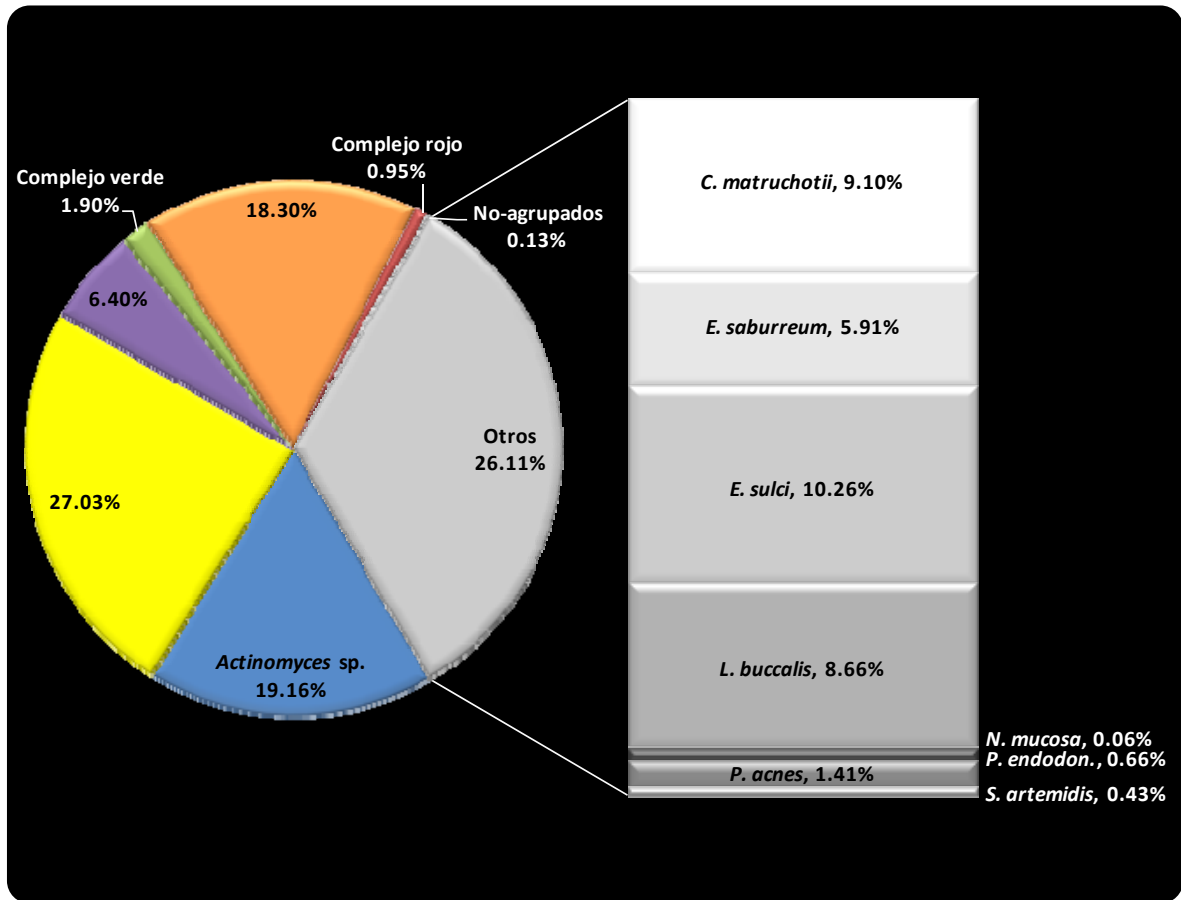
Proporción promedio (% de cuentas bacterianas totales) de complejos bacterianos en muestras periapicales de 54 sujetos de estudio. Las 38 especies evaluadas fueron agrupadas en 8 complejos de acuerdo con la descripción de complejos bacterianos en la placa subgingival (Socransky & Haffajee 2005, Socransky et al. 1998) (las excepciones se describen en la tabla 8). Las proporciones fueron calculadas para cada complejo bacteriano en cada una de las muestras tomadas, promediadas entre las 2 muestras de cada sujeto y posteriormente entre los 27 sujetos de estudio. Los datos graficados en la presente figura se presentan en la tabla 8. *P. endodon.*: *Porphyromonas endodontalis*.
